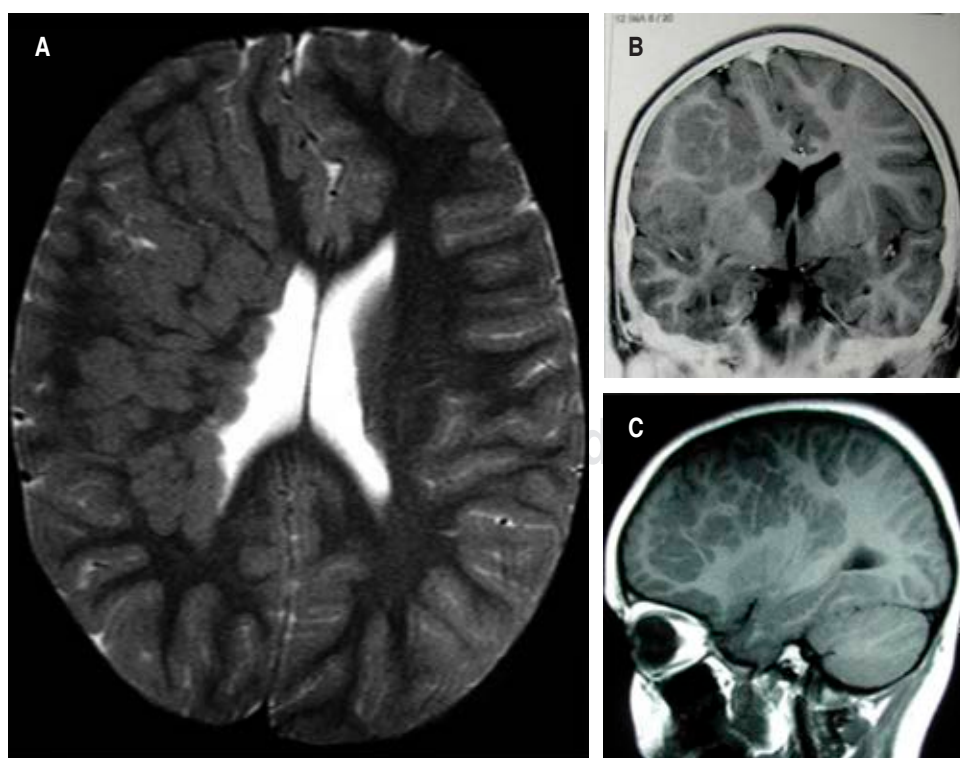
Resonancia magnética de cráneo. A) Heterotopia nodular subcortical, T2 axial, conglomerado nodular extenso de sustancias gris y blanca frontal y parietal derecha; hay dislocación contralateral de la *falx cerebri* y heterotopia nodular periventricular que se extiende a lo largo del cuerpo del ventrículo derecho. La cara hemisférica frontal dorsolateral derecha muestra polimicrogiria. B) Heterotopia nodular subcortical. T1 IR coronal. Además del conglomerado de sustancias gris-blanca adyacente al techo del ventrículo lateral y el giro del cíngulo derechos, existe dislocación de la hoz del cerebro y hay hipoplasia de los lóbulos frontal y temporal derechos, con un surco profundo frontal superior delineado por corteza engrosada. El patrón girial cortical dorsolateral está alterado con extensión a la ínsula homolateral, asociado con la alteración de la interfase de las sustancias gris-blanca insular. C) Heterotopia nodular. T1 sagital. Conglomerado de sustancias gris-blanca frontoparietal derecha y alteración del patrón girial cortical. El hipocampo en su cara inferior y la corteza temporooccipital ventral muestra múltiples y pequeños giros (polimicrogiria).
